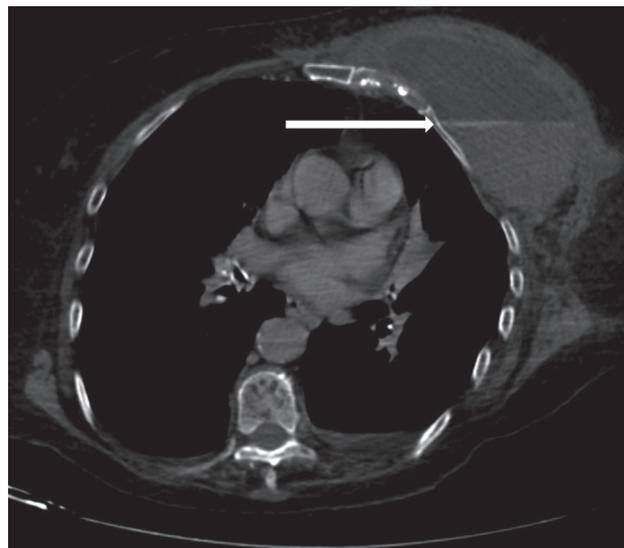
Результаты МСКТ органов грудной полости. Контрастное вещество на границе между жидким и клеточным компонентами во время отсроченной фазы введения контрастного препарата (феномен сигнальной вспышки)
